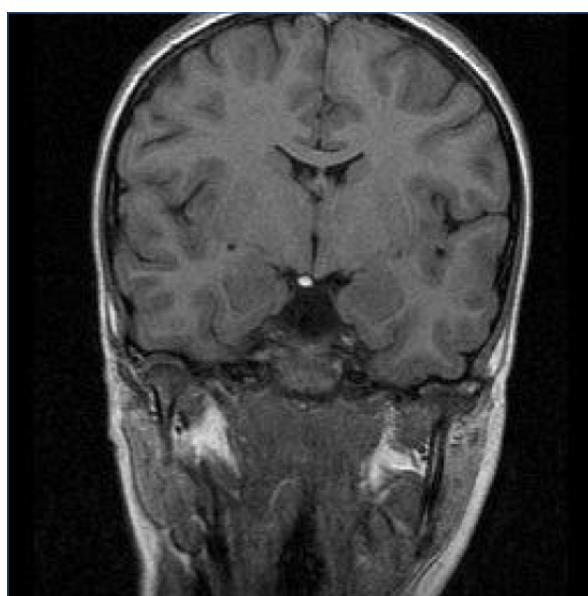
Corte coronal de resonancia magnética craneal. Visualización de lipoma subcentimétrico.
